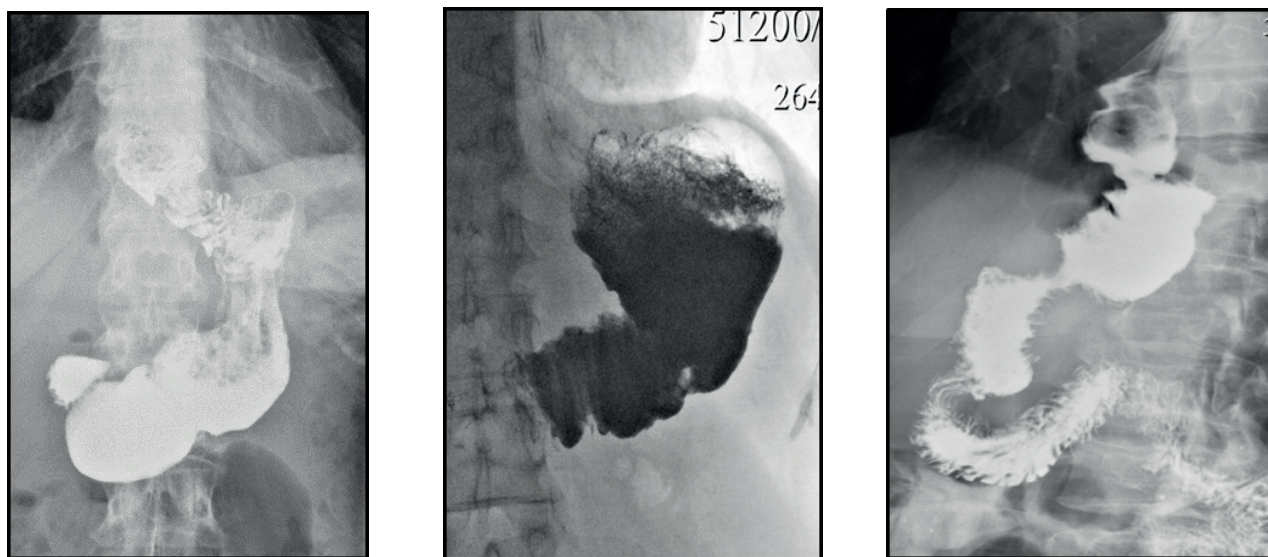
Рентгенологический контроль в отдаленном периоде: а) после резекции желудка с реконструкцией по Merendino; б) после дистальной резекции желудка с ЕПП; в) после экстирпации культи желудка и КПП. / Fig.4. X-ray control in the remote period: a) after gastric resection with Merendino reconstruction; b) after distal gastric resection with jejunogastroplasty; c) after extirpation of the gastric stump and cologastroplasty.
